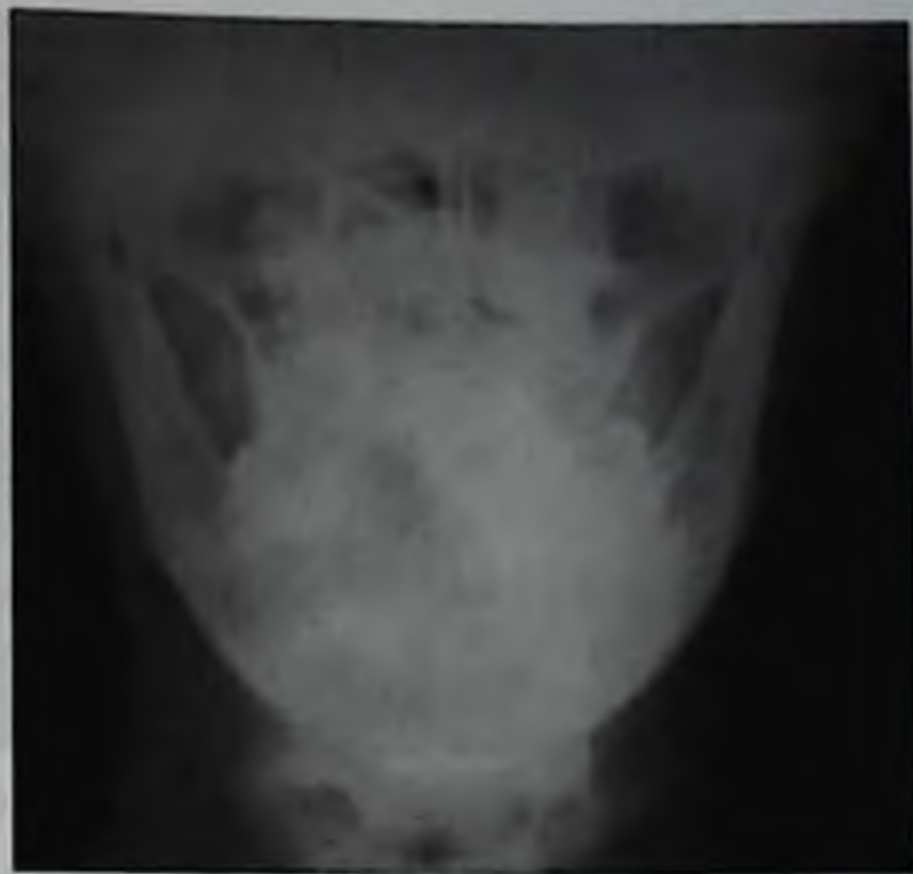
Рентгенограмма черепа в прямой проекции. В области левой околоушной железы определяется конкремент
